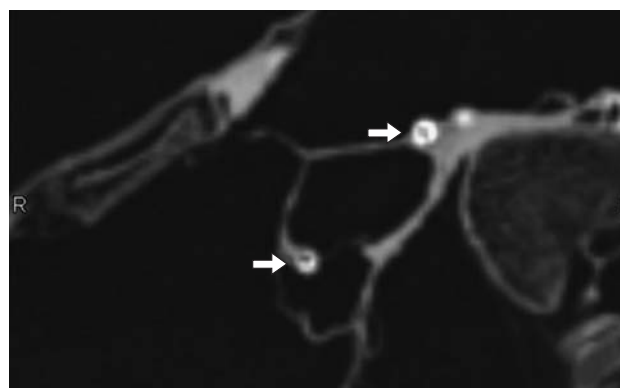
Атеросклероз левой и правой коронарных артерий. КТ-проекция максимальной интенсивности, демонстрирующая кальциноз левой и правой коронарных артерий (стрелки) в мумии принцессы, жившей во Втором промежуточном периоде.
